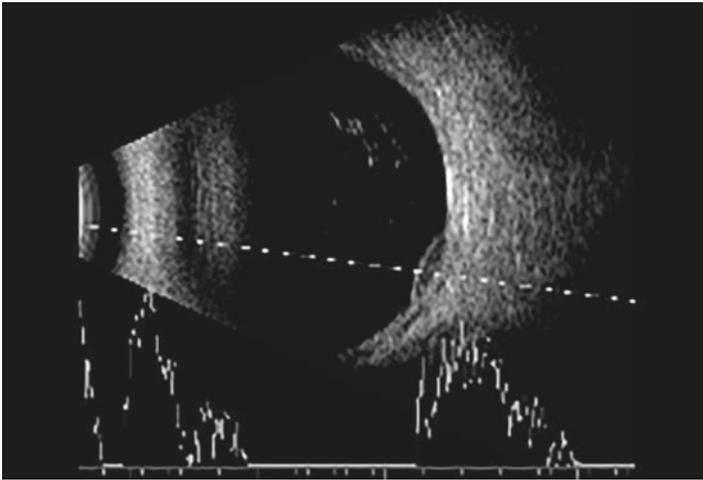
Ecografía de OD.
